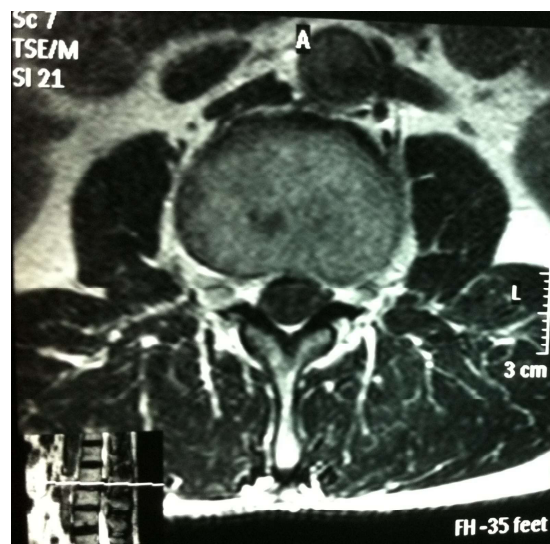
RM de coluna lombar em T2. Corte axial, em nível de L2-3, mostrando compressão quase total da raqui.
